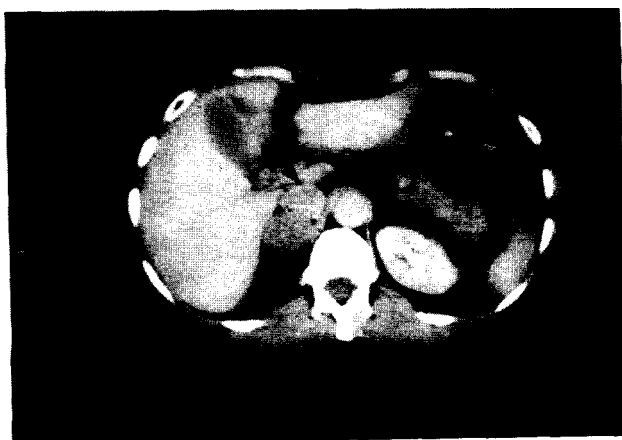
Tomografía computarizada del abdomen.
